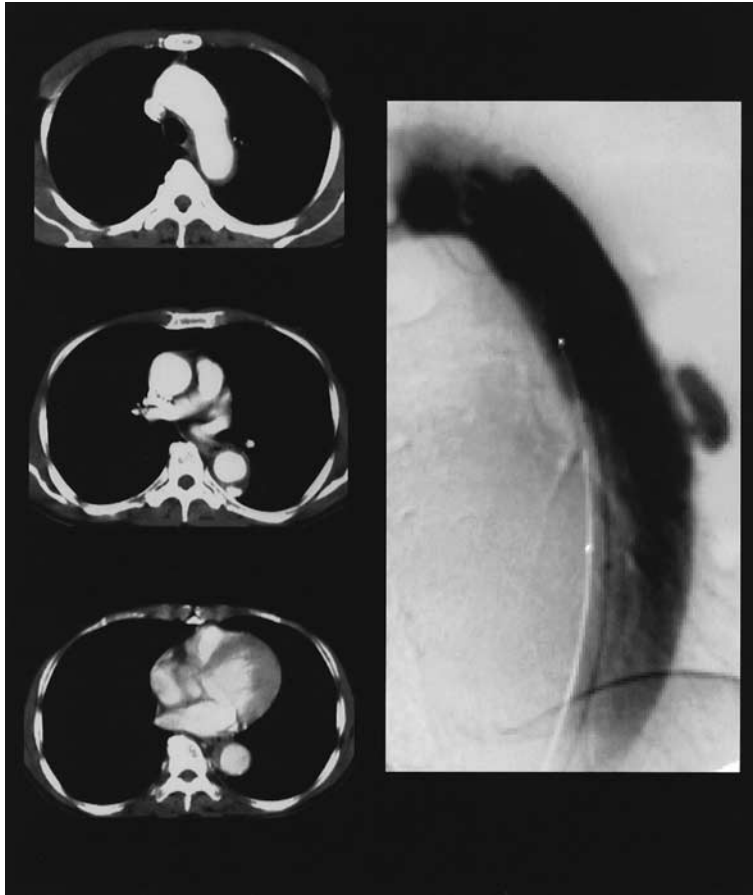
Chest CT and Aortography on day 51
